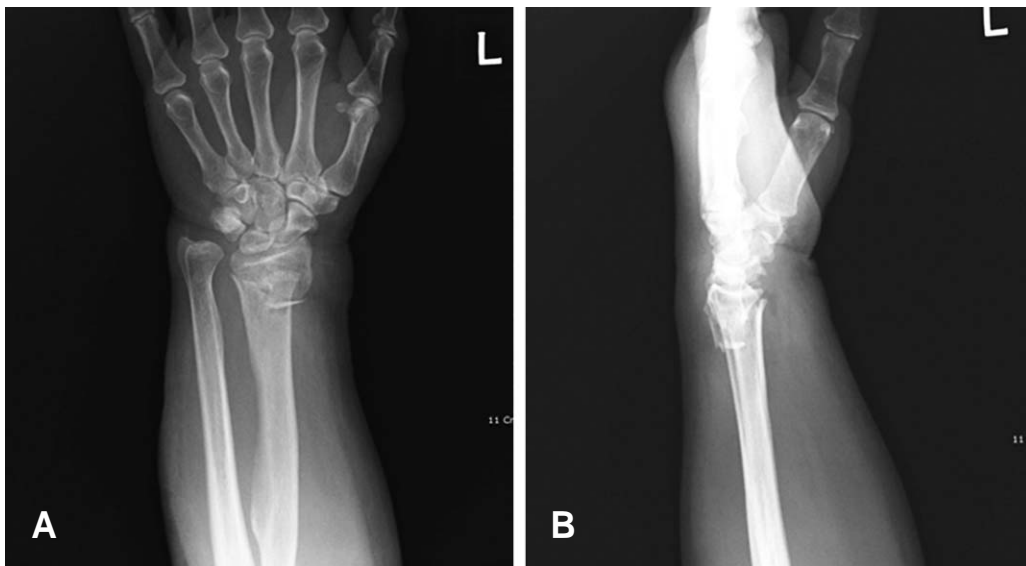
Preoperative radiographs of 74-year-old female who had fallen down. Distal radius intraarticular fracture with dorsal comminution and loss of radial shortening, radial inclination, volar tilting was seen. (A: anteroposterior view, B: lateral view)
